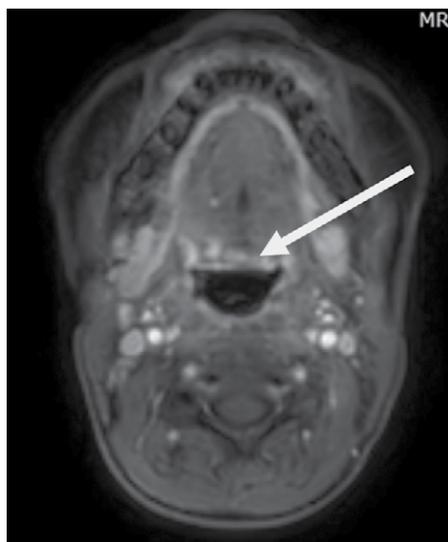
Аксиальная проекция МРТ с контрастированием после хирургического лечения и лучевой терапии от 18.08.2022 г.: стрелка – область ранее расположенного образования
